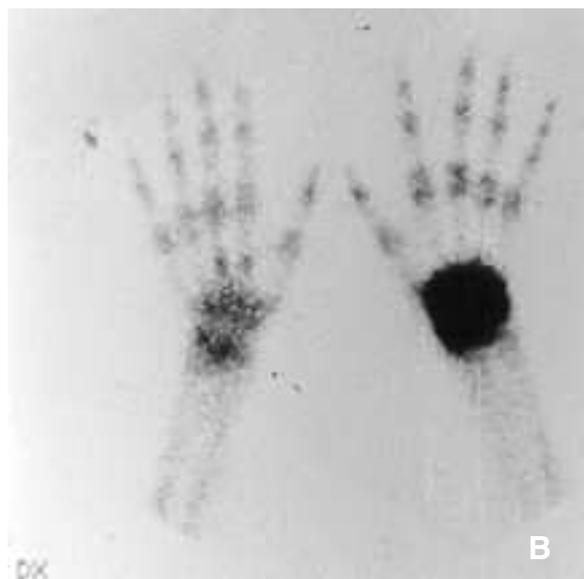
A) Rx polso: al polo distale dello scafoide sul profilo corticoradiale si apprezza piccola immagine iperdensa (freccia); B) Scintigrafia con Tc-99m (fase statica): si evidenzia intenso e diffuso accumulo del radio-tracciante al polso sinistro; C) Scansione TC a livello della seconda filiera carpale: ben documentato il nidus calcifico dell'osteoma osteoide (freccia).
